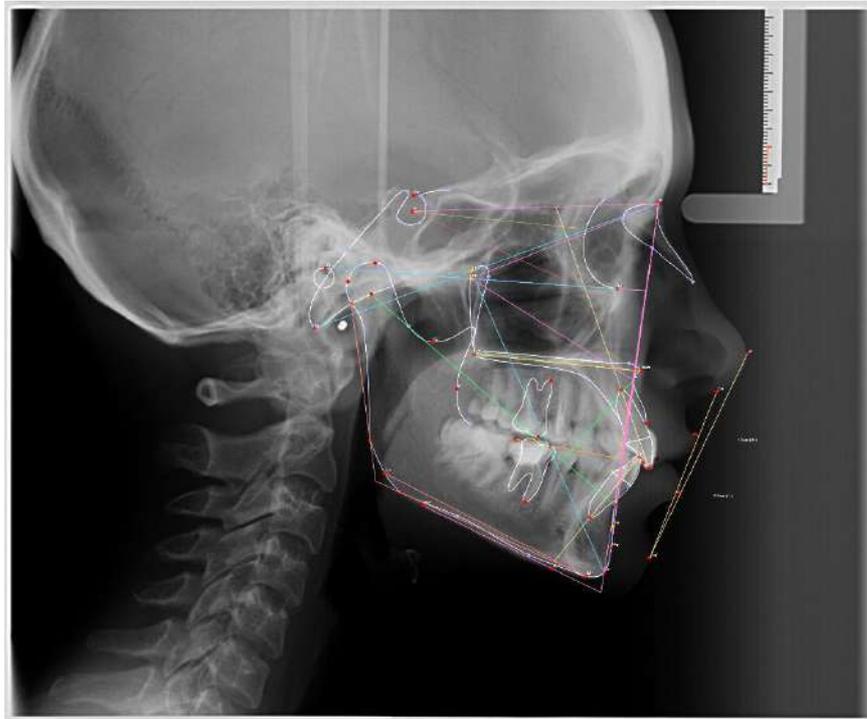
Телерентгенограмма в боковой проекции (авторский источник)
